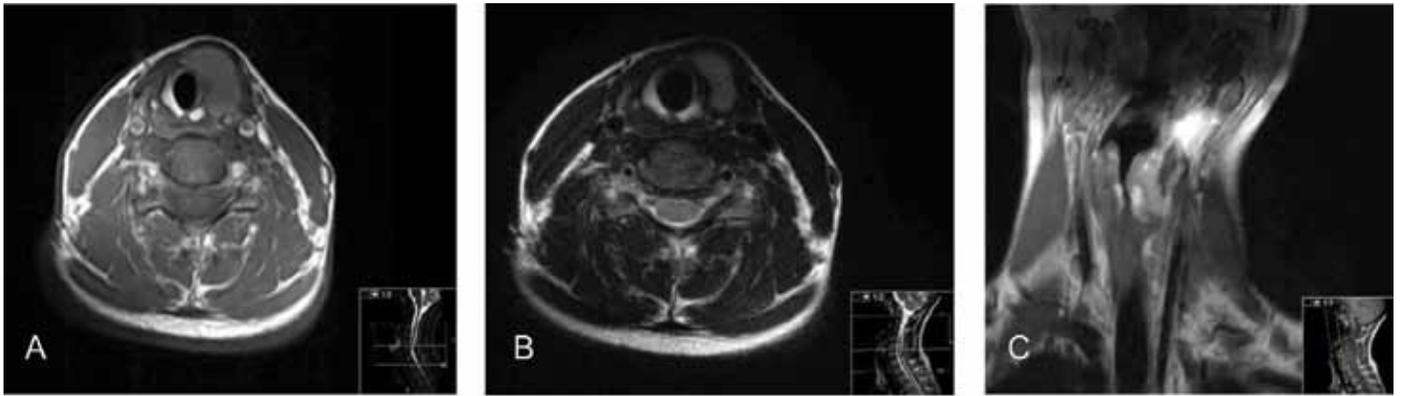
(A) RM Axial T1 com contraste; (B) RM Axial T2; (C) RM Coronal T1 com contraste.
